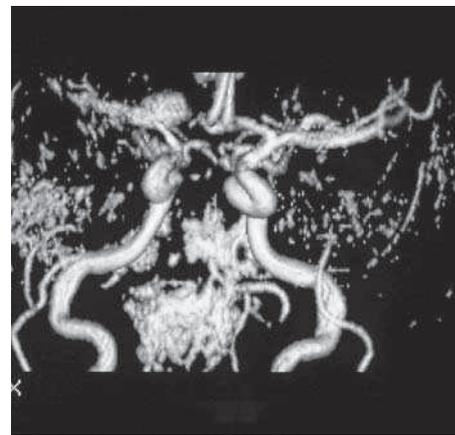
Séquence angiographique IRM révélant un anévrisme de l'artère sylvienne droite.
